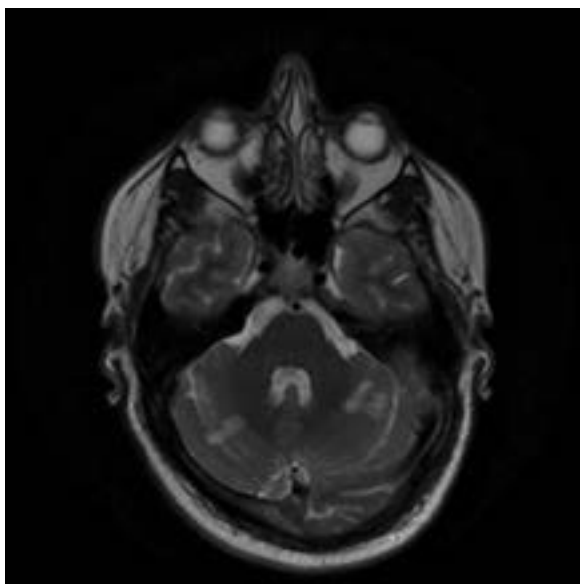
T2 weighted magnetic resonance image shows bilateral cerebellar hyperintense foci
